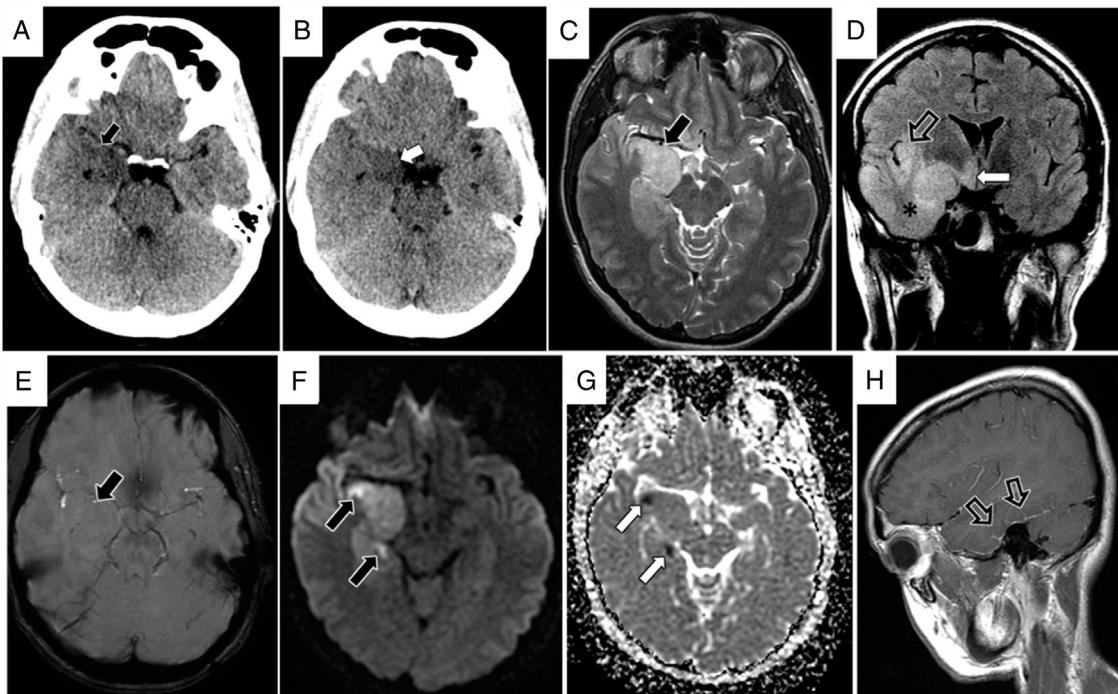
A y B) Cortes transversales de la TC inicial de cabeza. Se observan hallazgos sospechosos de encefalitis herpética con hipodensidad corticosubcortical de la zona basal anterior del lóbulo temporal derecho (flecha negra). También destaca la hipodensidad con tumefacción de la amígdala y uncus temporales que condiciona efecto masa y herniación uncal (flecha blanca). C-H) Imágenes de la RM encefálica a los 3 días de inicio del cuadro con hallazgos característicos de encefalitis herpética por VHS-1. C) Imagen transversal de secuencia T2 TSE demostrando hiperintensidad por edema con tumefacción de la zona anteromedial del lóbulo temporal derecho (flecha negra) y del hipocampo. D) Imagen coronal de secuencia FLAIR donde se observa la extensa afectación tumefactiva del córtex del lóbulo temporal derecho (*) con extensión de la hiperintensidad a la ínsula (flecha hueca) e hipotálamo derechos (flecha blanca). E) Imagen transversal de la secuencia de susceptibilidad en la zona de mayor afectación temporal, sin demostrar hemorragia petequial a los 3 días de la evolución (flecha negra). La secuencia de difusión (F) y mapa de ADC (G) evidencian extensa hiperintensidad por efecto T2 en el lóbulo temporal derecho, mayor en el córtex de las circunvoluciones laterales y con focos puntiformes de mayor señal en la secuencia de difusión (flechas negras), que coinciden con zonas de restricción de la difusión, hipointensas en el mapa de ADC (flechas blancas). H) Imagen sagital de secuencia T1 TSE tras la administración de contraste intravenoso donde se demuestra captación leptomenígea en la zona basal del lóbulo temporal derecho (flechas huecas).
